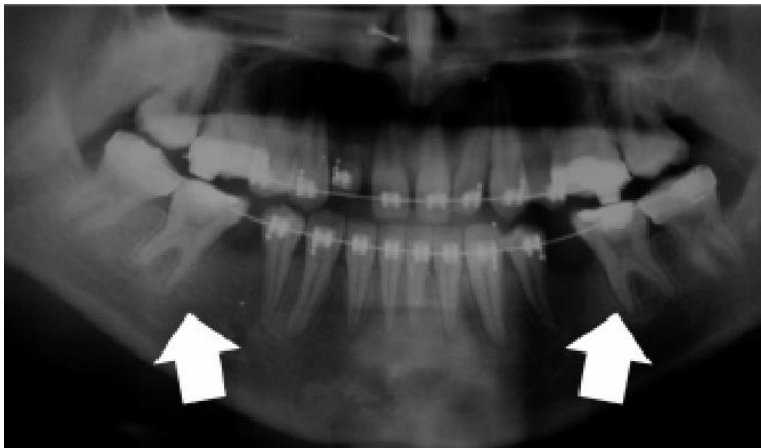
Radiographie panoramique d'un patient traité en orthodontie et ayant ses 36 et 46 taurodontiques (335).
